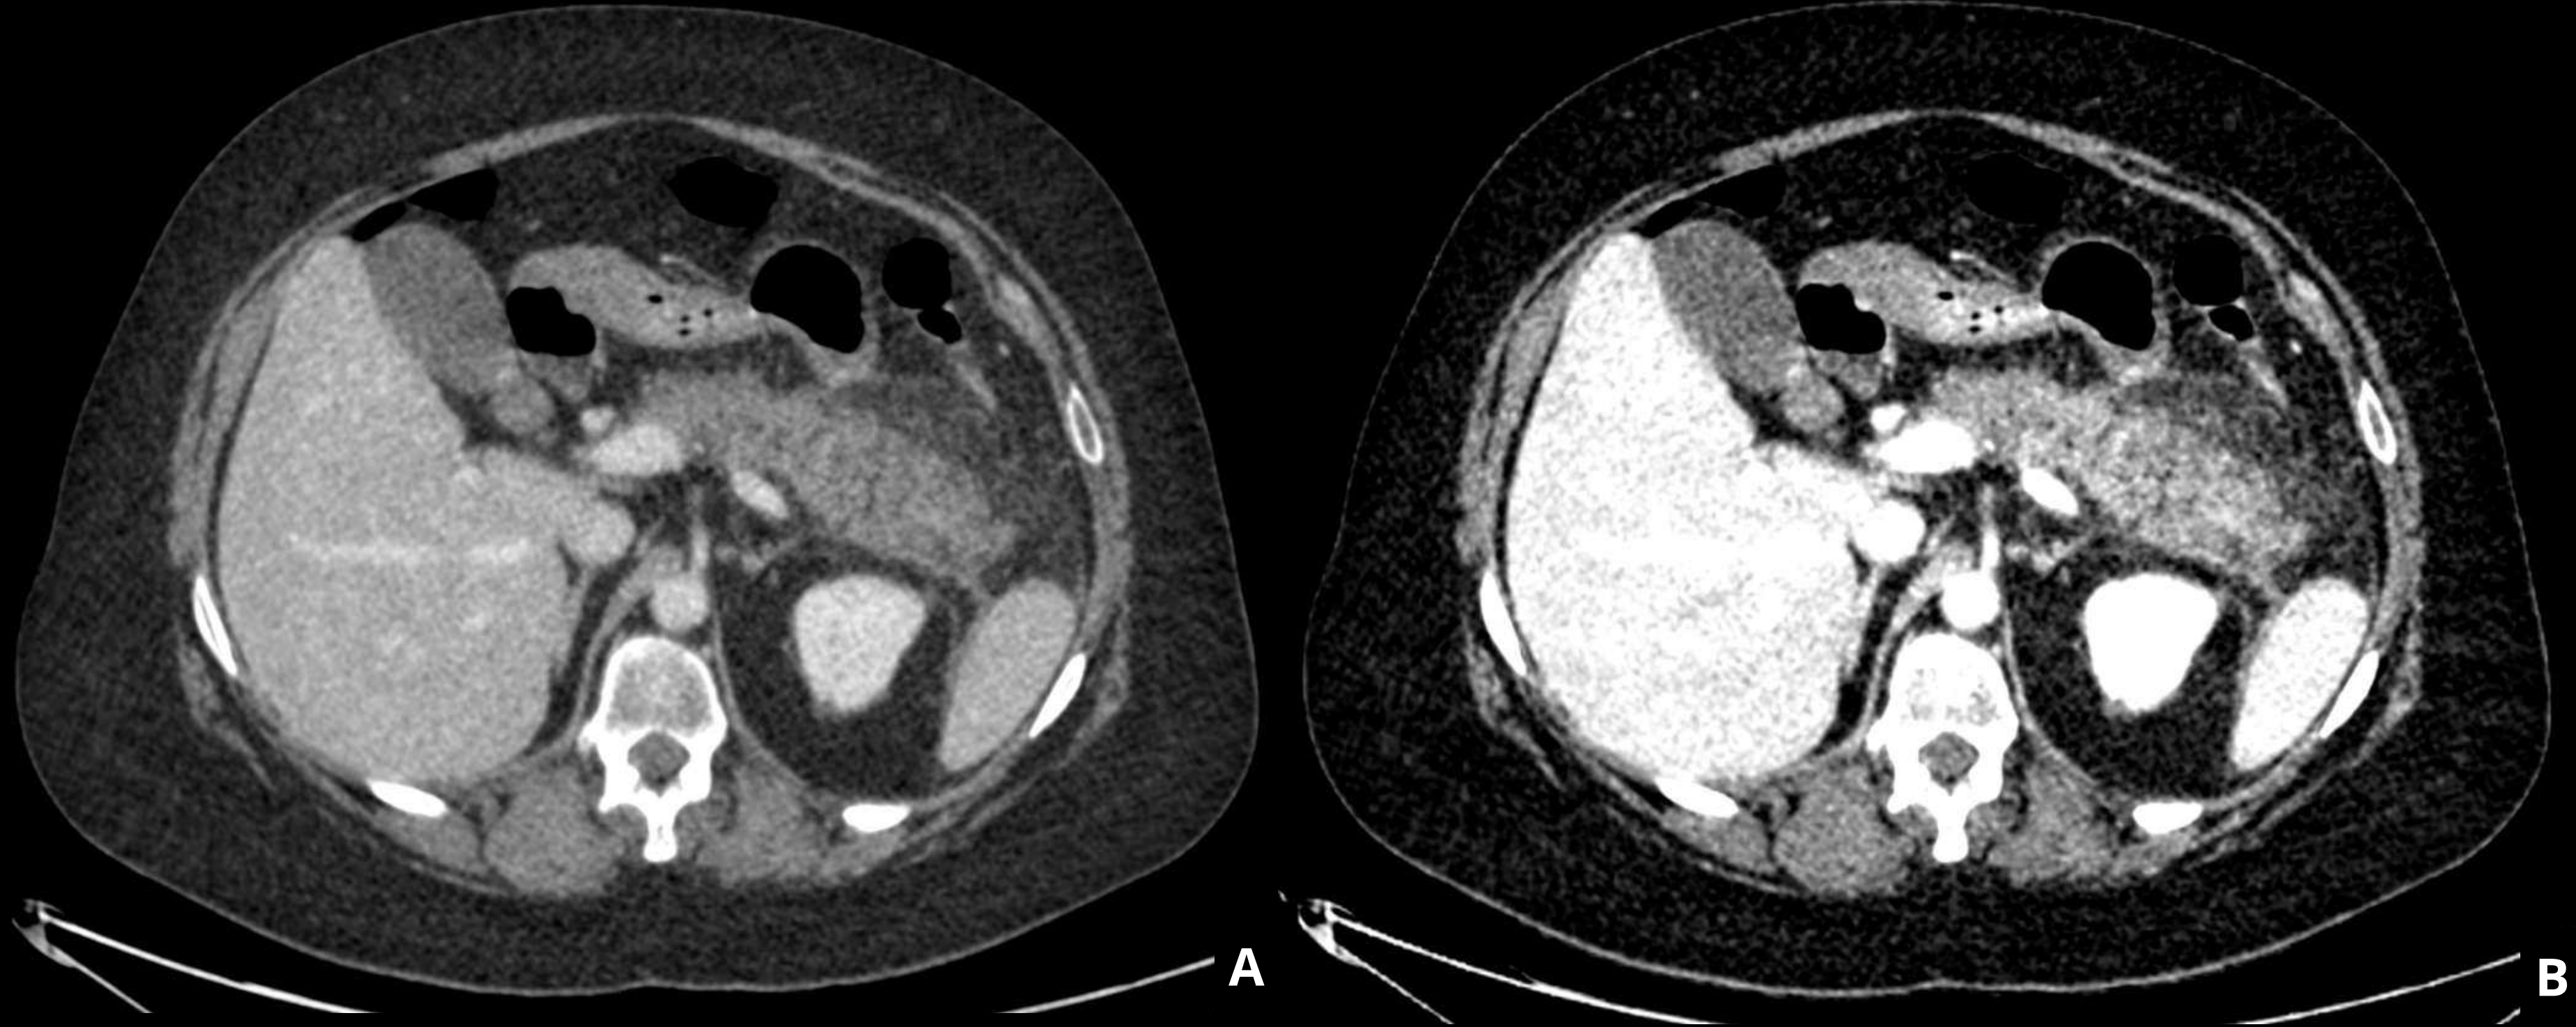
Imágenes axiales de TC convencional (A) y a baja energía (50 KeV, B) en fase portal del mismo paciente con pancreatitis aguda, en las que se aprecia mayor heterogeneidad de la cola del páncreas en las imágenes reconstruidas a baja energía.
